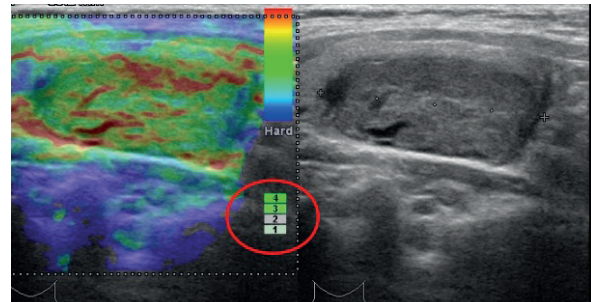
a. Sol lobu dolduran düzensiz sınırlı, sınırları tiroid parankiminden tam ayrılamayan mikro ve makroskalsifikasyonlar içeren karışık ekojenitede anaplastik tiroid kanseri b. Sol lobu dolduran düzensiz sınırlı kistik alanlar içeren izoekoik anaplastik tiroid kanseri gri skala ultrasonografi ve elastosonografi görünümü
